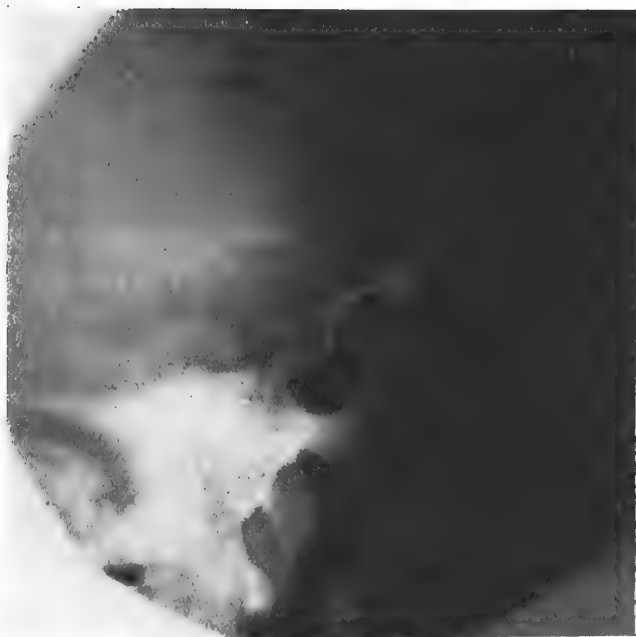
K. L... Radiographie crânienne. Selle turque avec conformation normale, très légèrement élargie.
